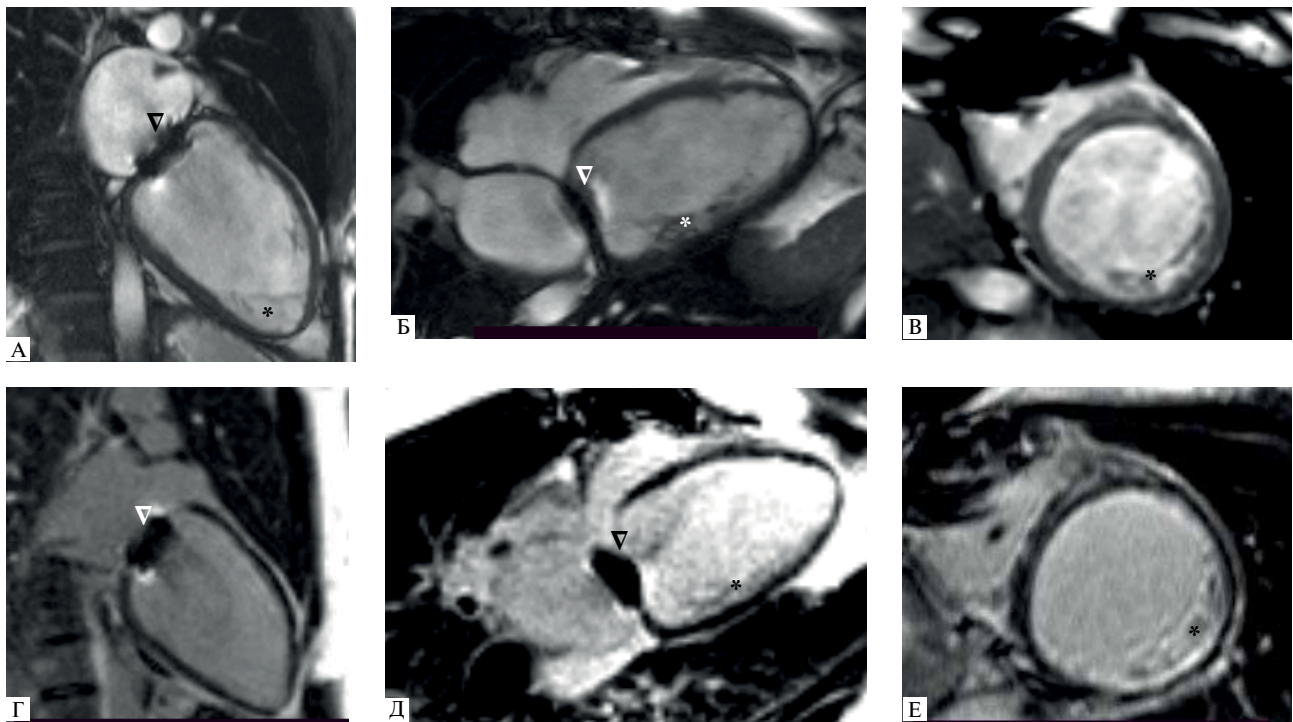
МРТ сердца (II-2). (А-В) — кино-режим, SSFP-последовательность: А — длинная ось 2-камерная проекция, Б — длинная ось 4-камерная проекция, В — короткая ось на уровне средних сегментов; (Г-Е) — отсроченное контрастирование, IR-последовательность с подавлением сигнала от миокарда.
